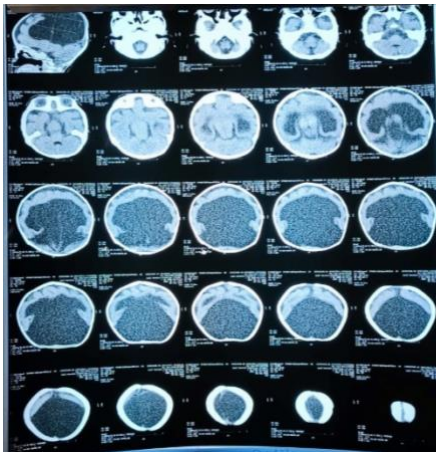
Tomografía Axial Computarizada Cerebral, la cual evidencia HPE alobar, la forma más compleja y de peor pronóstico.
